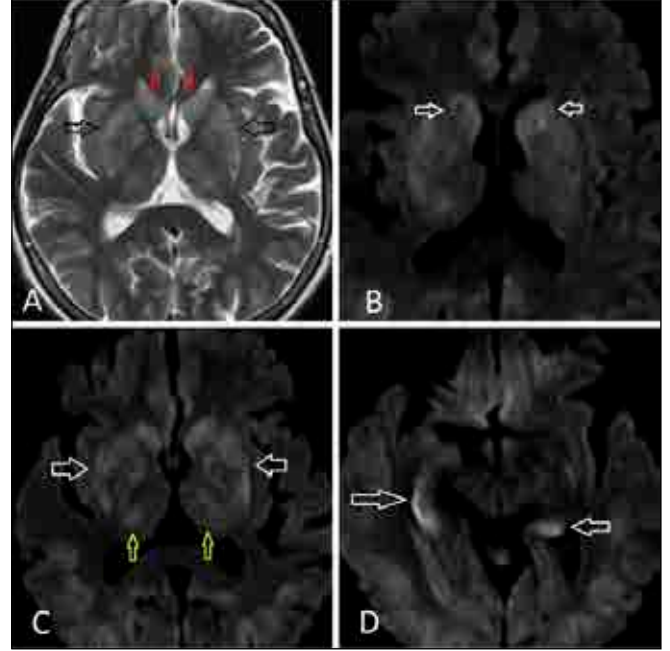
13 yaşında Wilson hastası. Aksiyal T2A FLAIR incelemede (A); bilateral kaudat nükleus (kırmızı ok) ve putamende (beyaz ok) simetrik hiperintensite izlenmiştir. Difüzyon ağırlıklı incelemede (B); bilateral kaudat nükleus (kırmızı ok) ve putamende (beyaz ok) difüzyon kısıtlanması izlenmiştir (ADC haritası gösterilmemiştir). T1A incelemede (C); bilateral bazal ganglionlarda (sarı ok) simetrik hiperintensite izlenmiştir.
